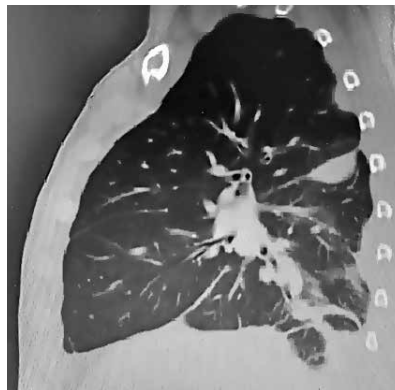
КТ ОГК хворого Л. через місяць після встановлення діагнозу COVID-19. Правобічний осумкований плеврит?
